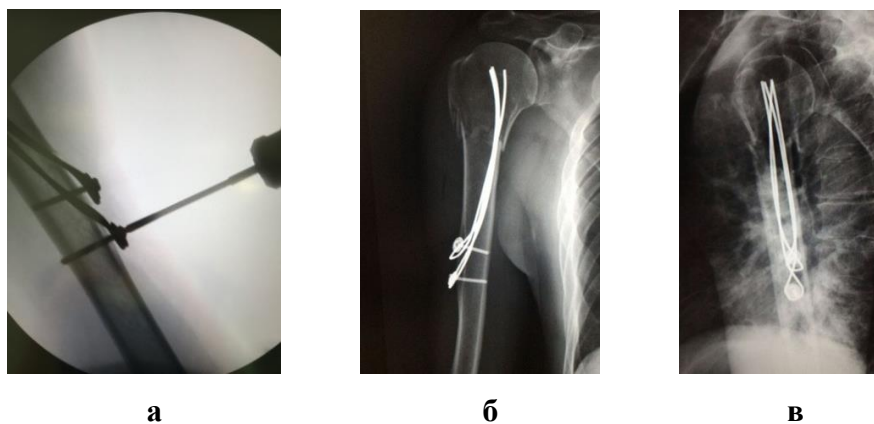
Рентгенограммы (а – этап блокирования спицевых конструкций; б, в – послеоперационный рентгенологический контроль)
